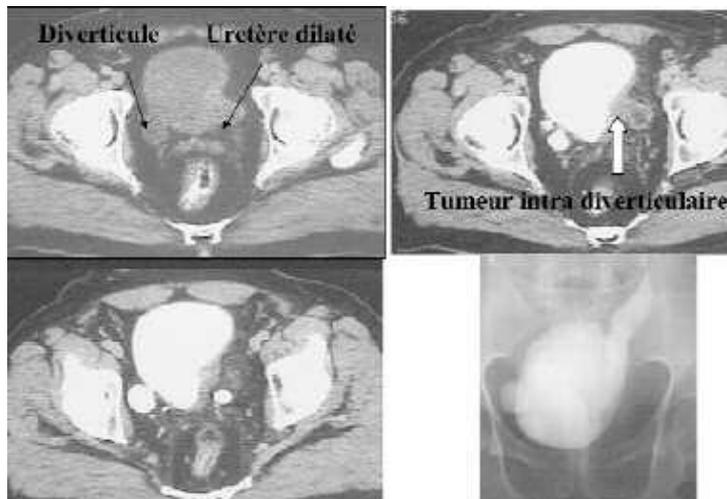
Tumeur de vessie infiltrante développée dans un diverticule (TDM : Coupe sans injection et tardives) [25].
